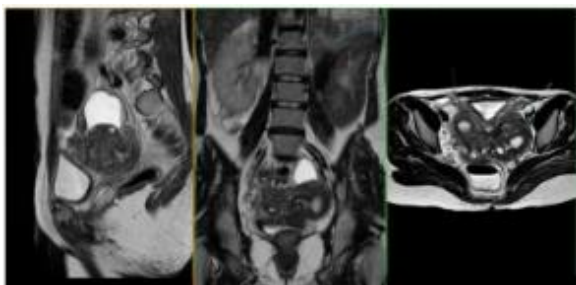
Coronal, sagittal, and axial MRI view showed left vaginal hemiobstruction, double uterus with vaginal duplication and left renal agenesis confirming HWWS type 2
